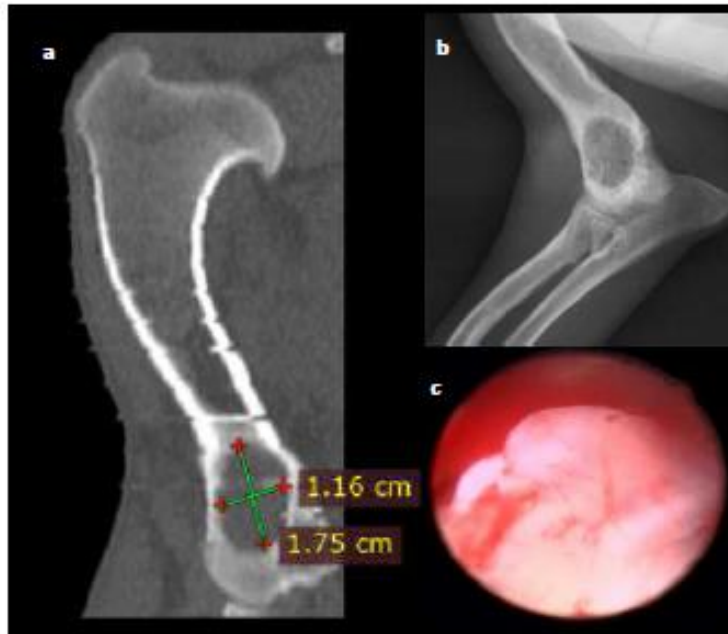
Técnicas diagnósticas de imagen realizadas: (a) Tomografía axial computarizada; (b) Radiografía; (c) Artroscopia
